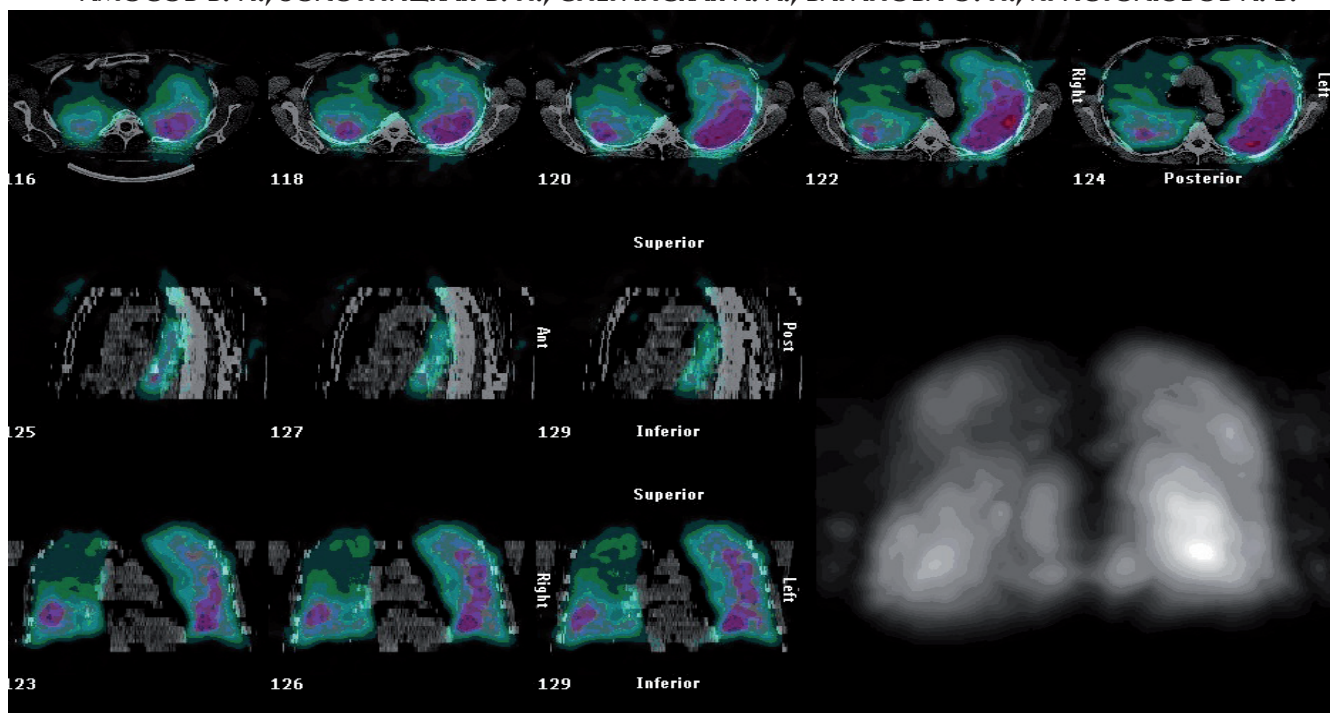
Совмещенное исследование ОФЭКТ/КТ легких больной Л., 46 лет. Саркоидоз органов дыхания, 2 стадия. Выраженные нарушения микроциркуляции в проекции верхней доли и S6 правого легкого. Данных о наличии ТЭЛА не получено
